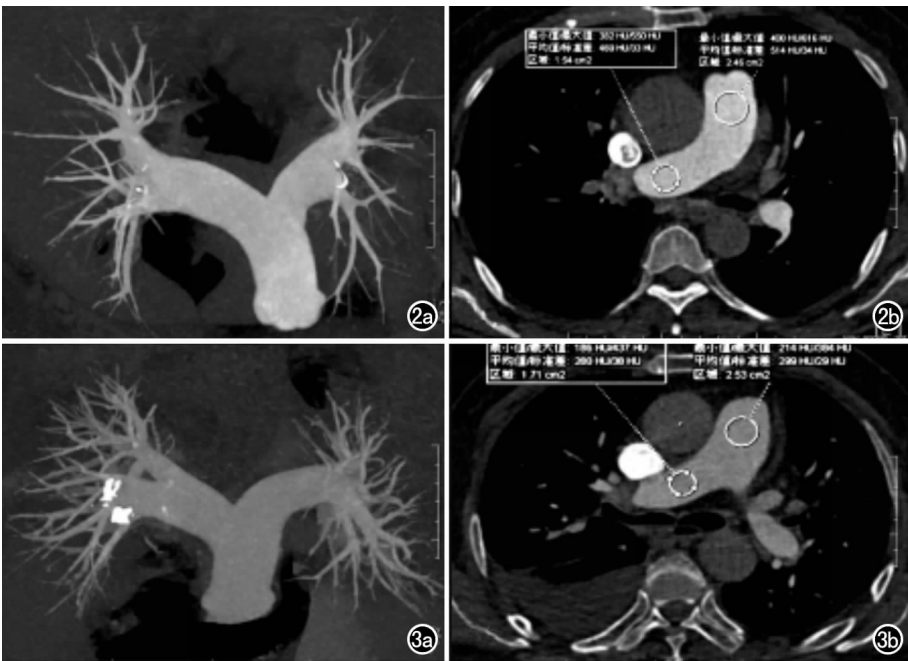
A 组,对比剂 350 mg I/mL,注射流率 4 mL/s。a) MIP 图像显示血管边缘锐利,评分 1 分;b) 肺动脉主干 CT 值 514 HU,噪声 34,SNR 15.1,CNR 13.0,右肺动脉 CT 值 469 HU,噪声 33,SNR 14.2,CNR 12.1。
